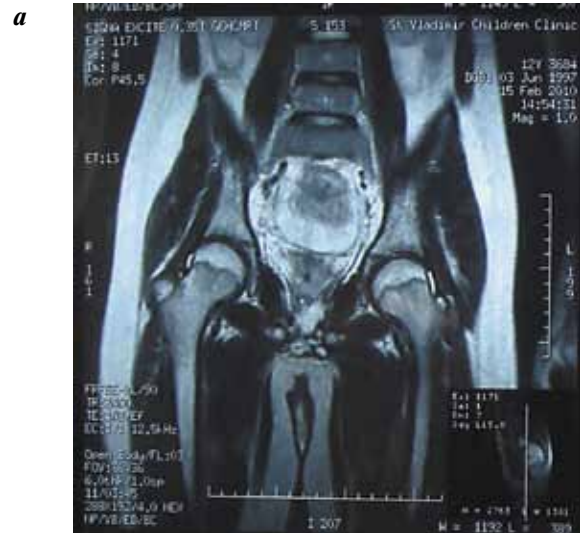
Пациент С., 12 лет. Ятрогенное повреждение уретры: а, б – компьютерная томография, нарушение анатомических структур в области шейки мочевого пузыря; в, г – уретрография, отсутствие уретры
